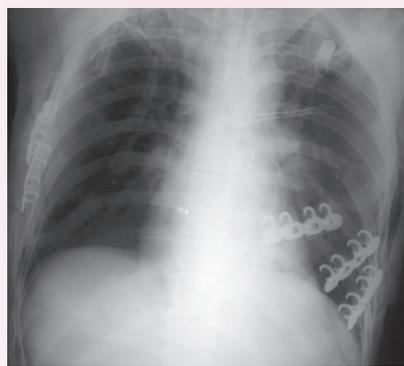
Послеоперационная компьютерная томография грудной клетки пациента Ю.Figure 6The postsurgical chest CT image of the patient Yu.
